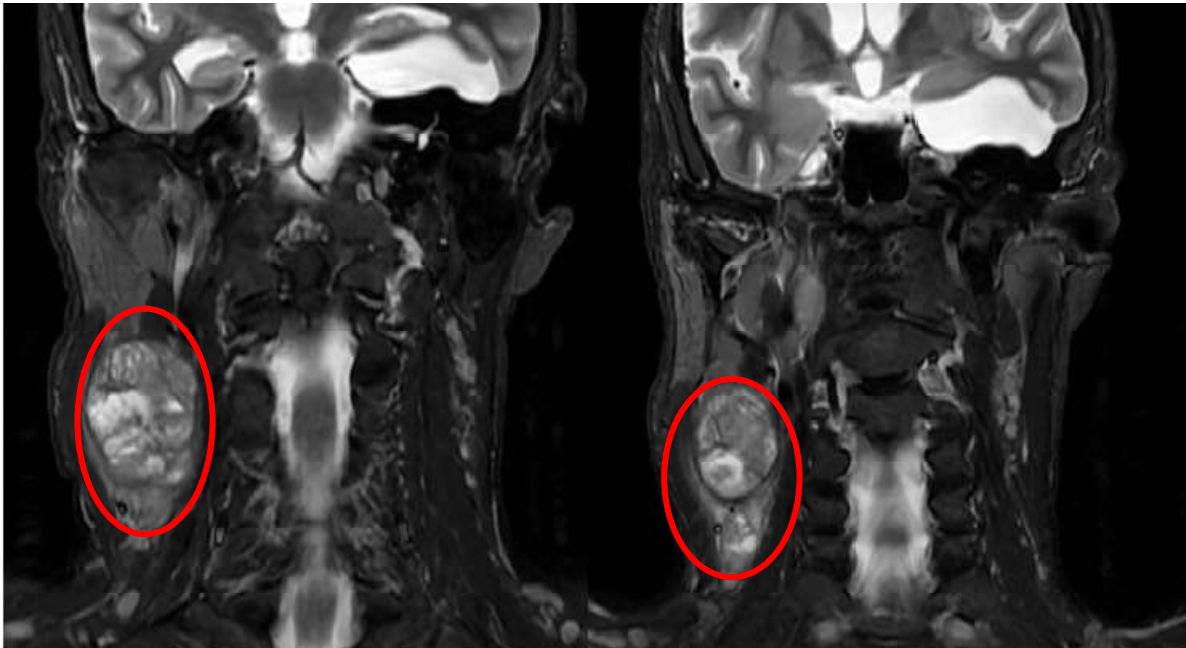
Kopf-Hals MRT T2-Gewichtung. Roter Kreis: Gewebeprozess mit zystischen Anteilen und Exsudation links (hyperintens).
